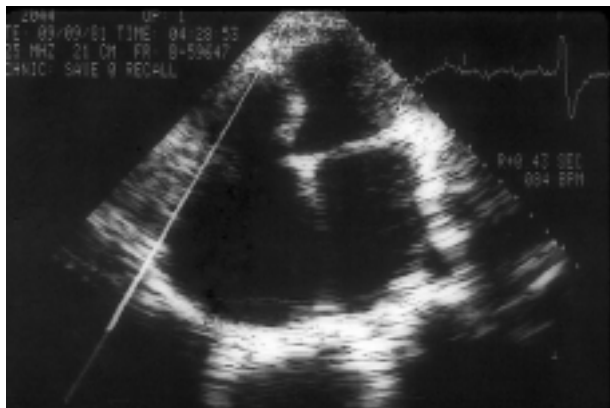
FEM. Ecocardiograma. Síndrome de ventrículos pequeños-grandes aurículas.
